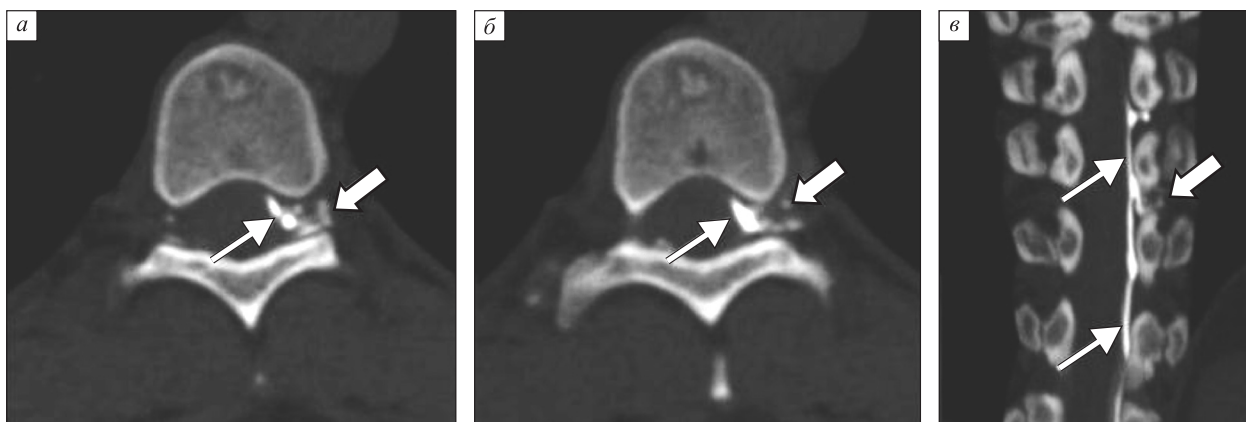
При КТ-миелографии на изображениях в аксиальной плоскости (а, б) у пациента в положении лежа на левом боку отмечается присутствие контрастного средства в левых отделах субарахноидального пространства (стрелки), а также за пределами дурального мешка в виде линейных зон (широкие стрелки) в левом межпозвоночном отверстии на уровне Th9–Th10. На изображении в коронарной плоскости (в) также выявляется контрастное средство в левых отделах субарахноидального пространства (стрелки) и патологическое истечение контрастного средства в виде линейных зон в левом межпозвоночном отверстии Th9–Th10 (широкие стрелки)
